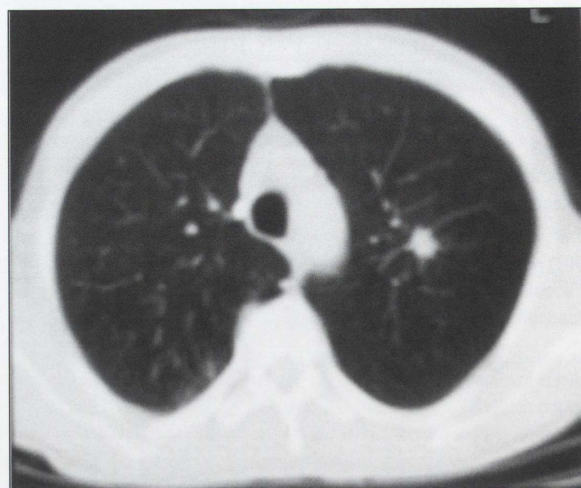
Computed tomography of the thorax shows a 1x1 cm in diameter nodule in left upper lobe.
